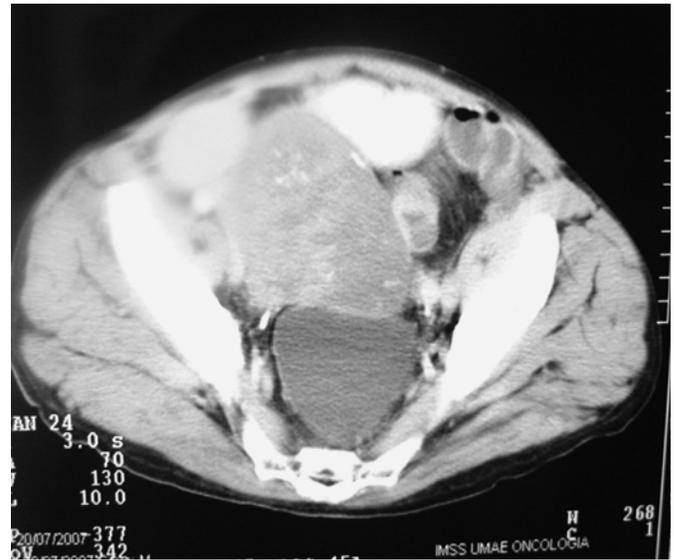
TAC abdominopélvica con tumor de testículo intraabdominal, después de recibir tratamiento con quimioterapia.
